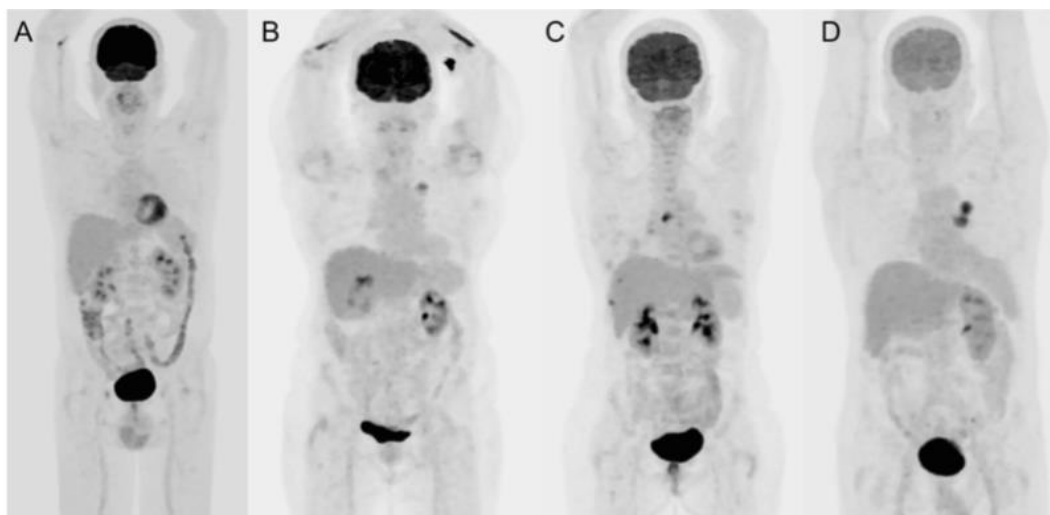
Imagens do PET em pacientes com diferentes níveis de glicemia: (A) <math><110\text{mg/dL}</math>; (B) 110–159 mg/dL; (C) 160–179 mg/dL e (D) 180–199 mg/dL. Comparação visual qualitativa mostra que a captação do ^{18}F -FDG no córtex cerebral foi marcadamente diminuída nos indivíduos com altos níveis de glicose sérica, enquanto que nenhuma diferença aparente foi demonstrada no fígado ou pulmão.
